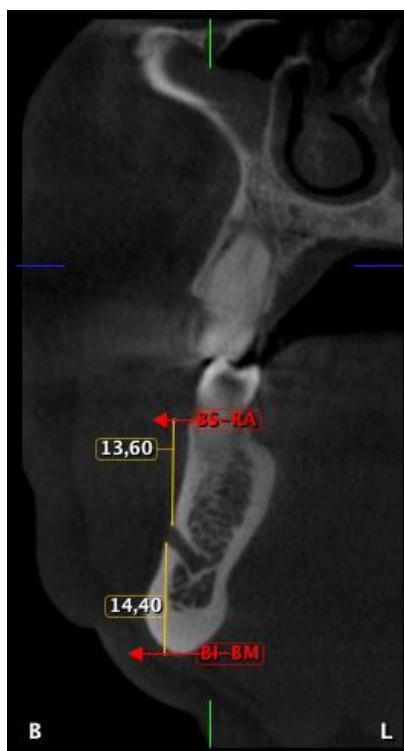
Corte transaxial de CBCT de mandíbula, en el que se muestra las medidas realizadas desde el borde superior del agujero mentoniano al reborde alveolar (BS-RA) y del borde inferior del agujero mentoniano a la base mandibular (BI-BM). Fuente: Propia
